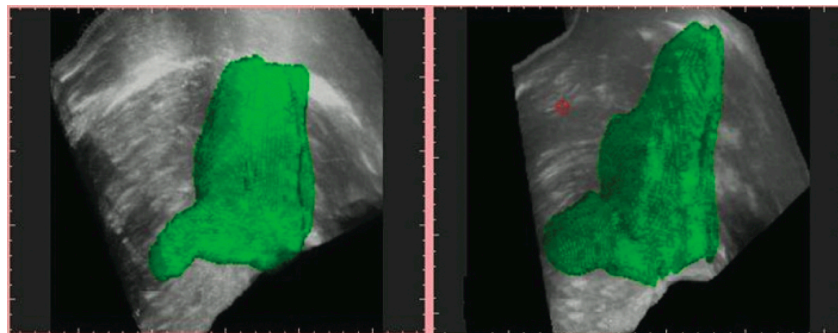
Imágenes de ecografía 3D, en voluntarios sanos (izquierda), y pacientes con dispepsia funcional (derecha), tras la administración de una comida líquida estandarizada de prueba (500 ml 300 kCal). Se observa un menor volumen del estómago proximal en pacientes con dispepsia funcional ($p < 0.01$)⁸².
